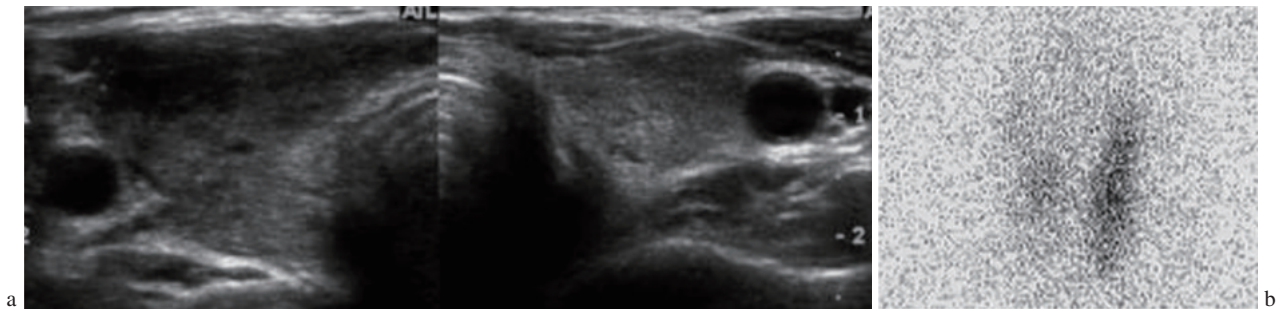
a：甲状腺右葉はびまん性に腫大し、一部に低エコー域を認める(横断像)。b：放射性ヨウ素シンチグラムでは右葉の集積は淡く、一部集積欠損を認める。
